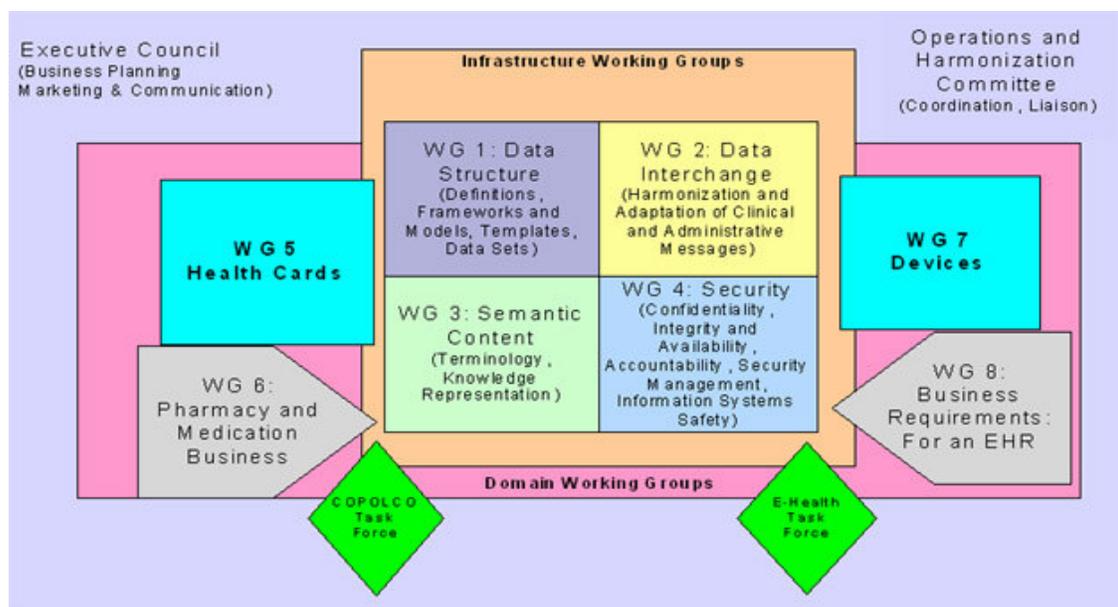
Infraestrutura dos Grupos de Trabalho (Adaptada da Estrutura do Comitê ISO TC 215 Informática em Saúde)
